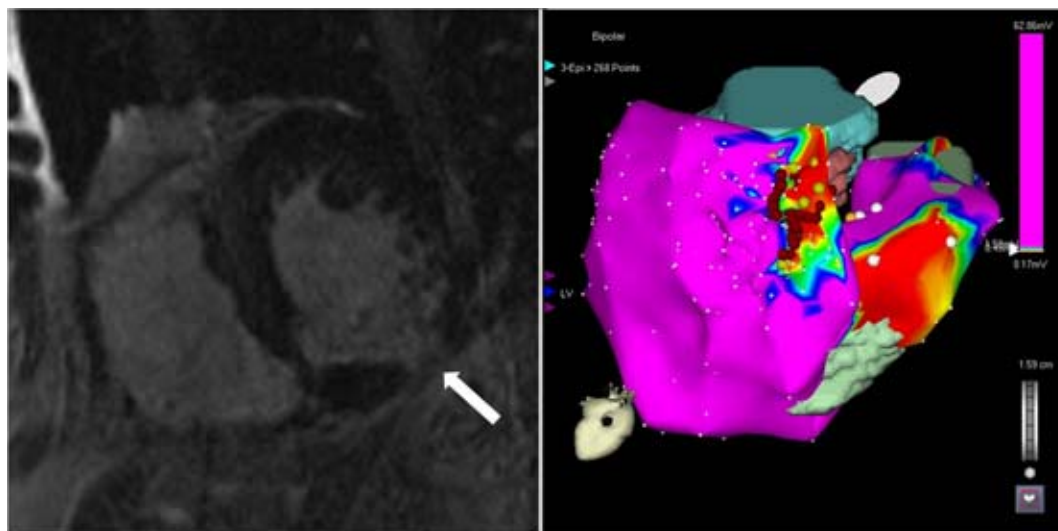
Ablación epicárdica de taquicardia ventricular. A la izquierda imagen de RM con realce tardío inferior no transmural con extensión a epicardio (flecha). En la imagen de la derecha, mapa electroanatómico epicárdico. Con puntos rojos las líneas de ablación.
